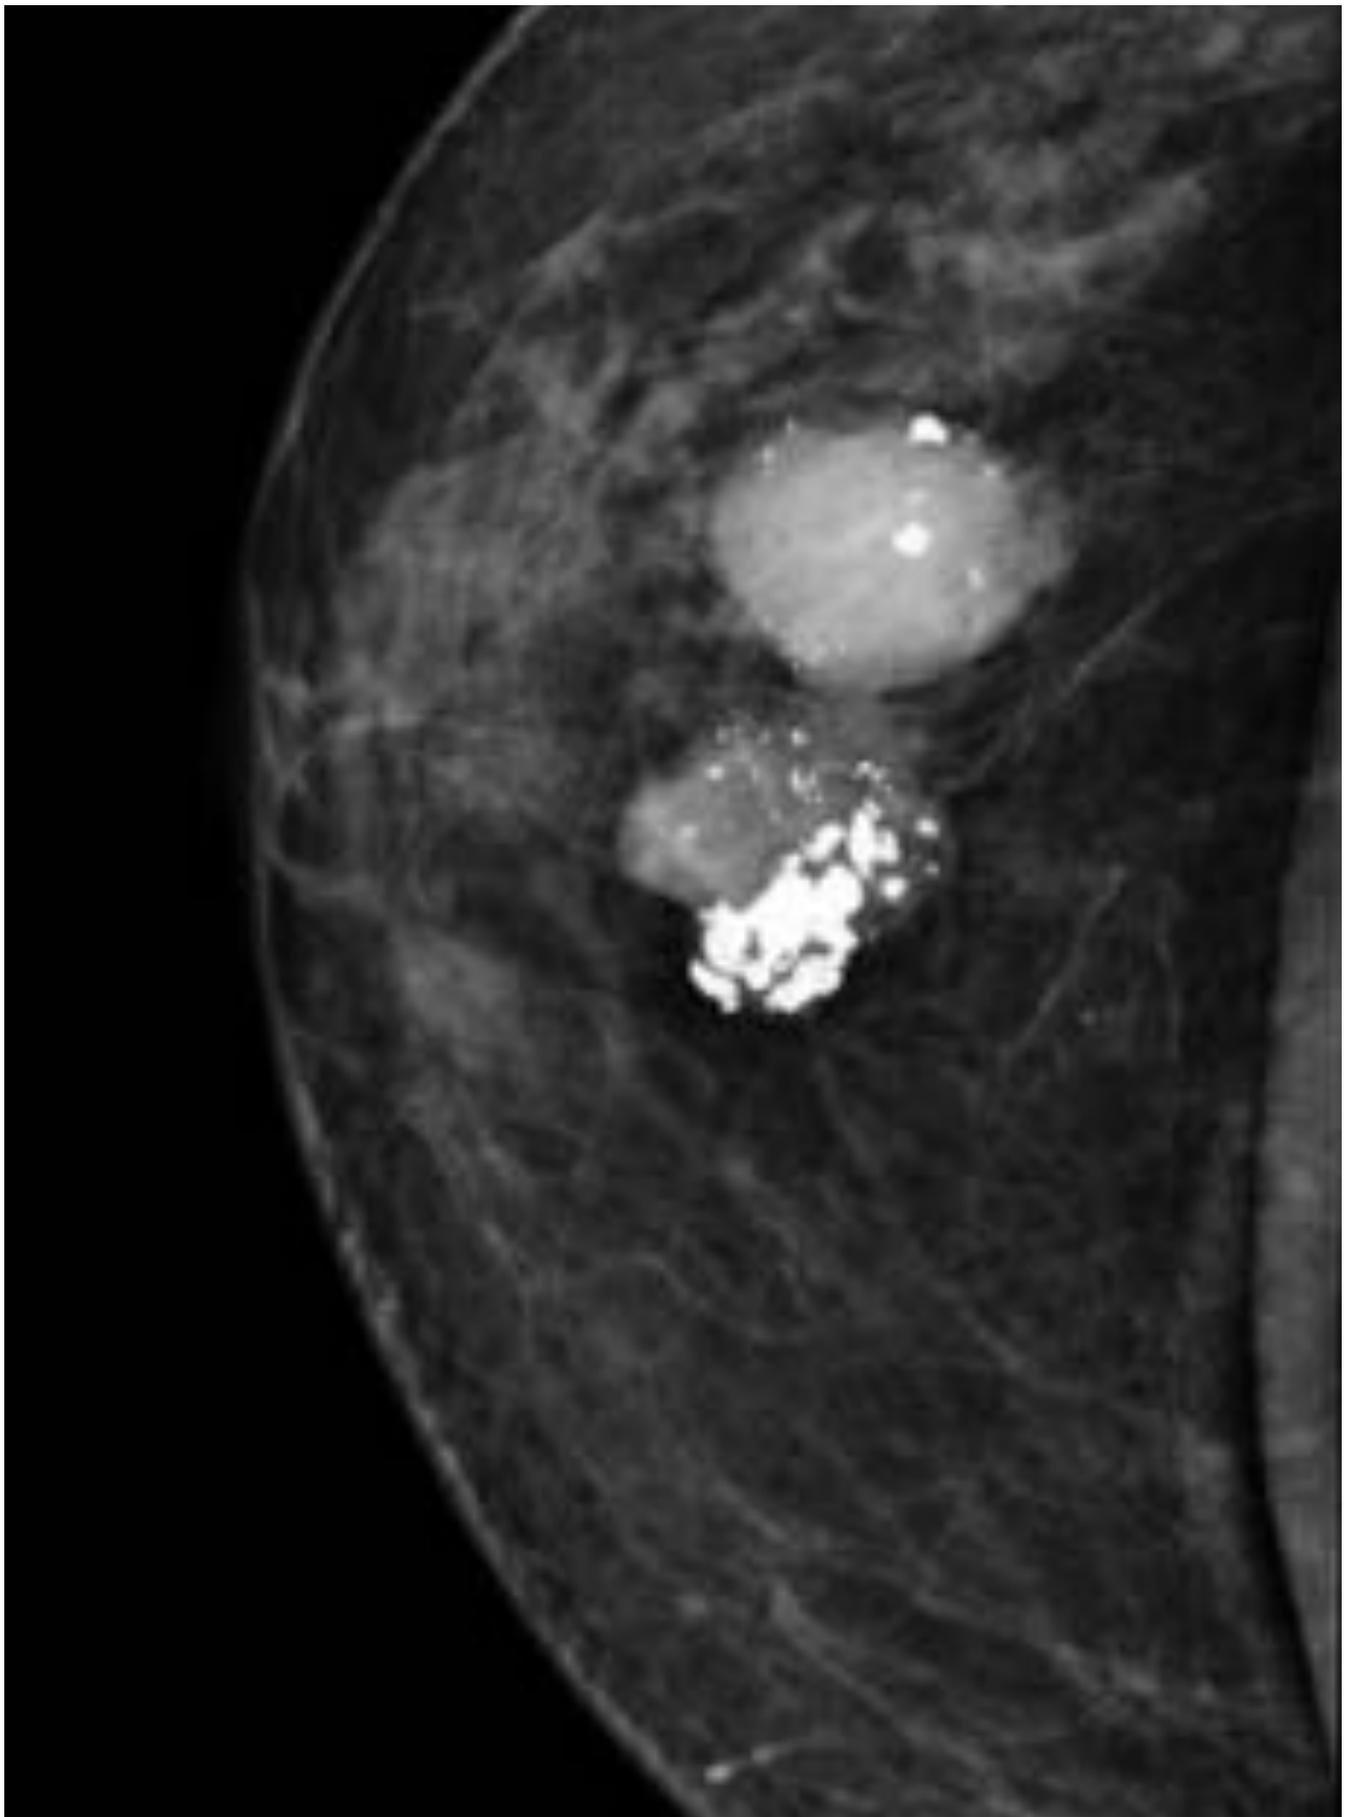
HISTIOCIOMA FIBROSO MALIGNO de pared torácica derecha. Ecografía: Lesión
